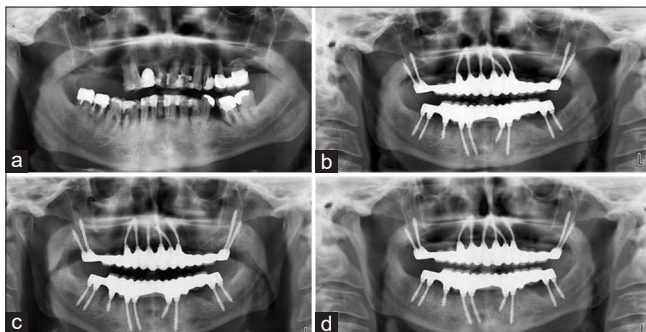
Panoramic orthopantomographs. (a) Before treatment (general periodontitis visible in the maxillae and mandible). (b) A few weeks after surgery. (c) Six months after surgery. (d) After 24 months
